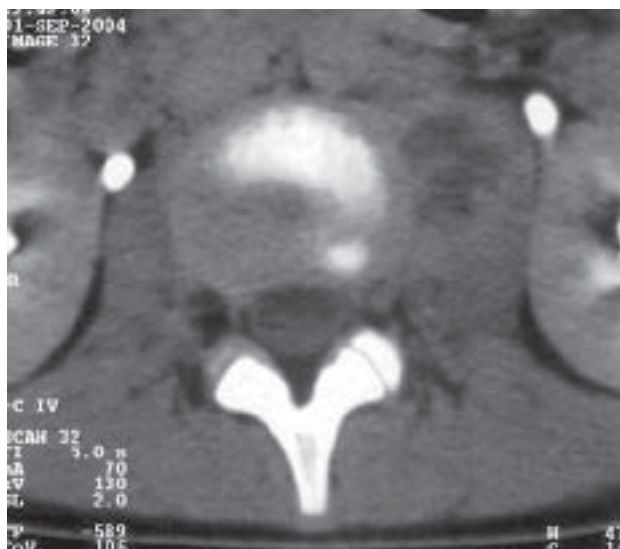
Secțiuni axiale CT la nivelul pelvisului. Mușchiul iliopsoas stâng apare mărit în volum și cu o zonă hipodensă centrală, bine delimitată.
